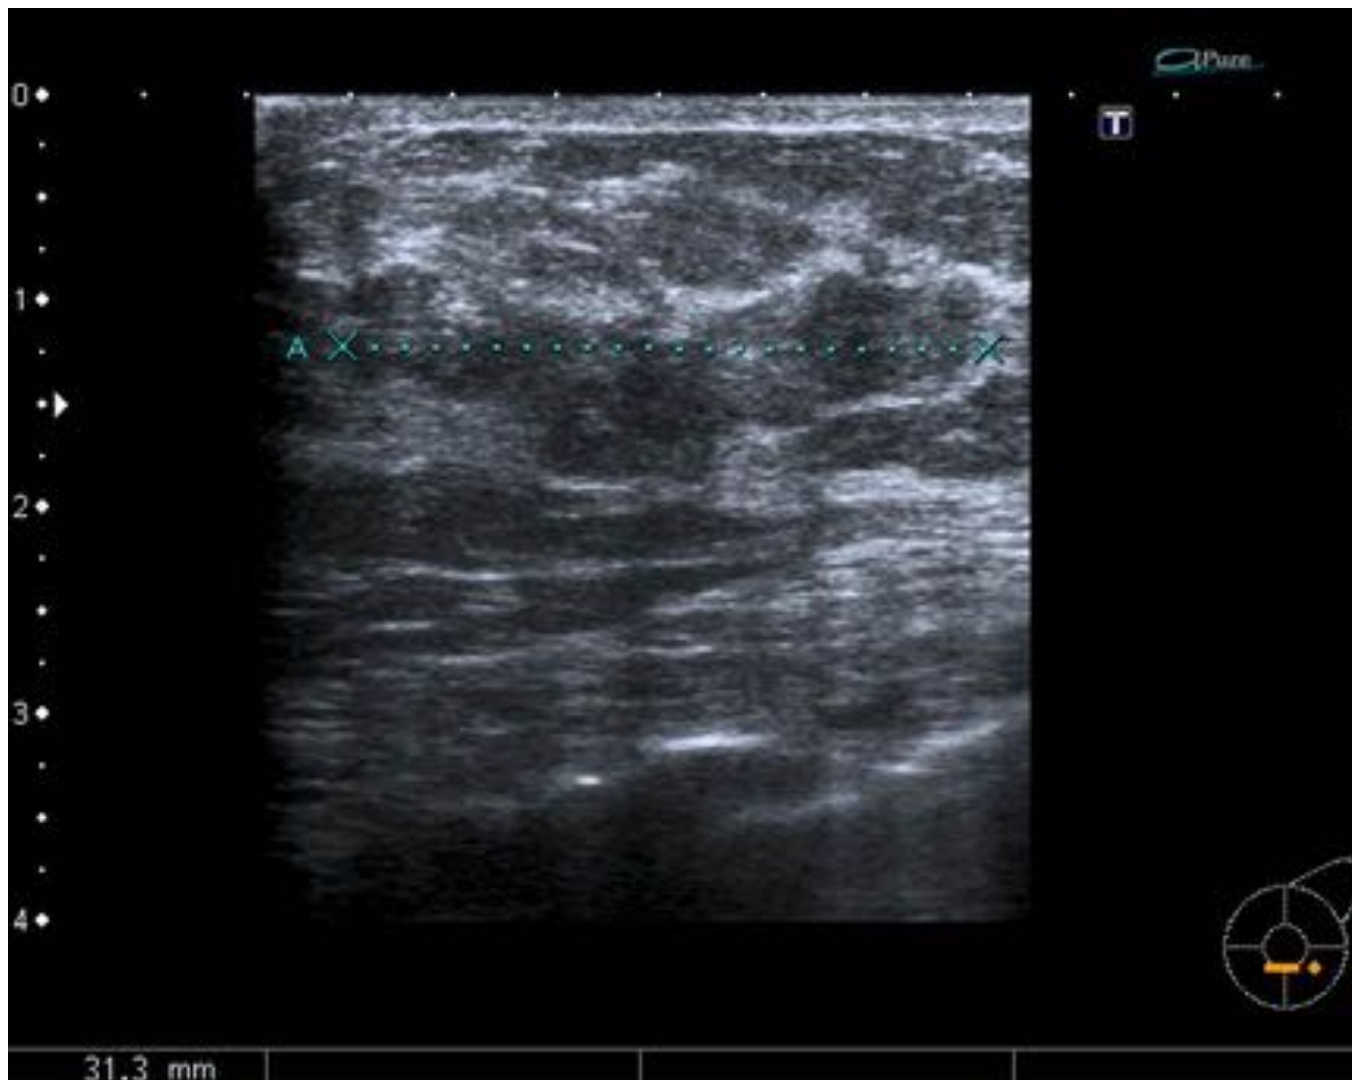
Ecografía de la distorsión en CSE de mama izquierda donde se visualizaba una masa sólida oval
